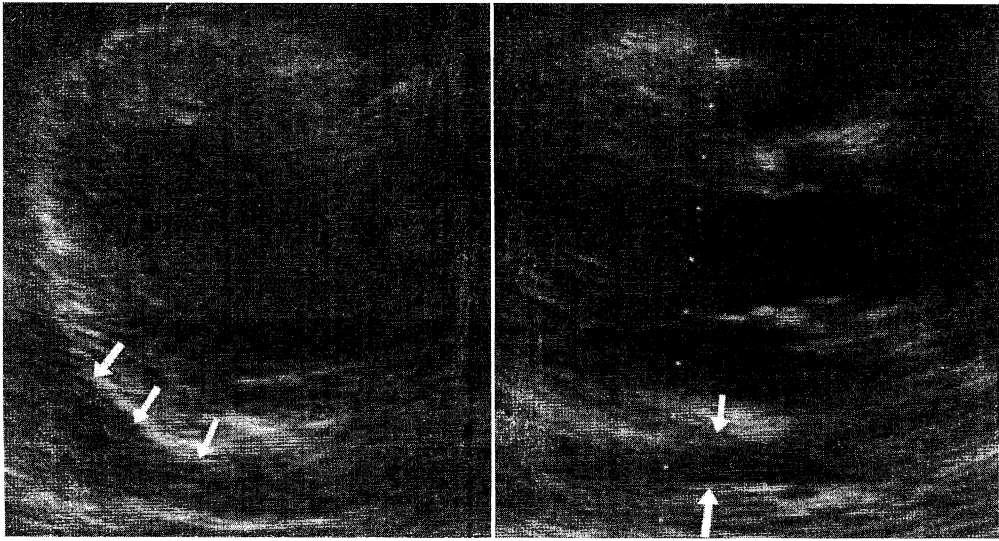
Echocardiogram on admission.
